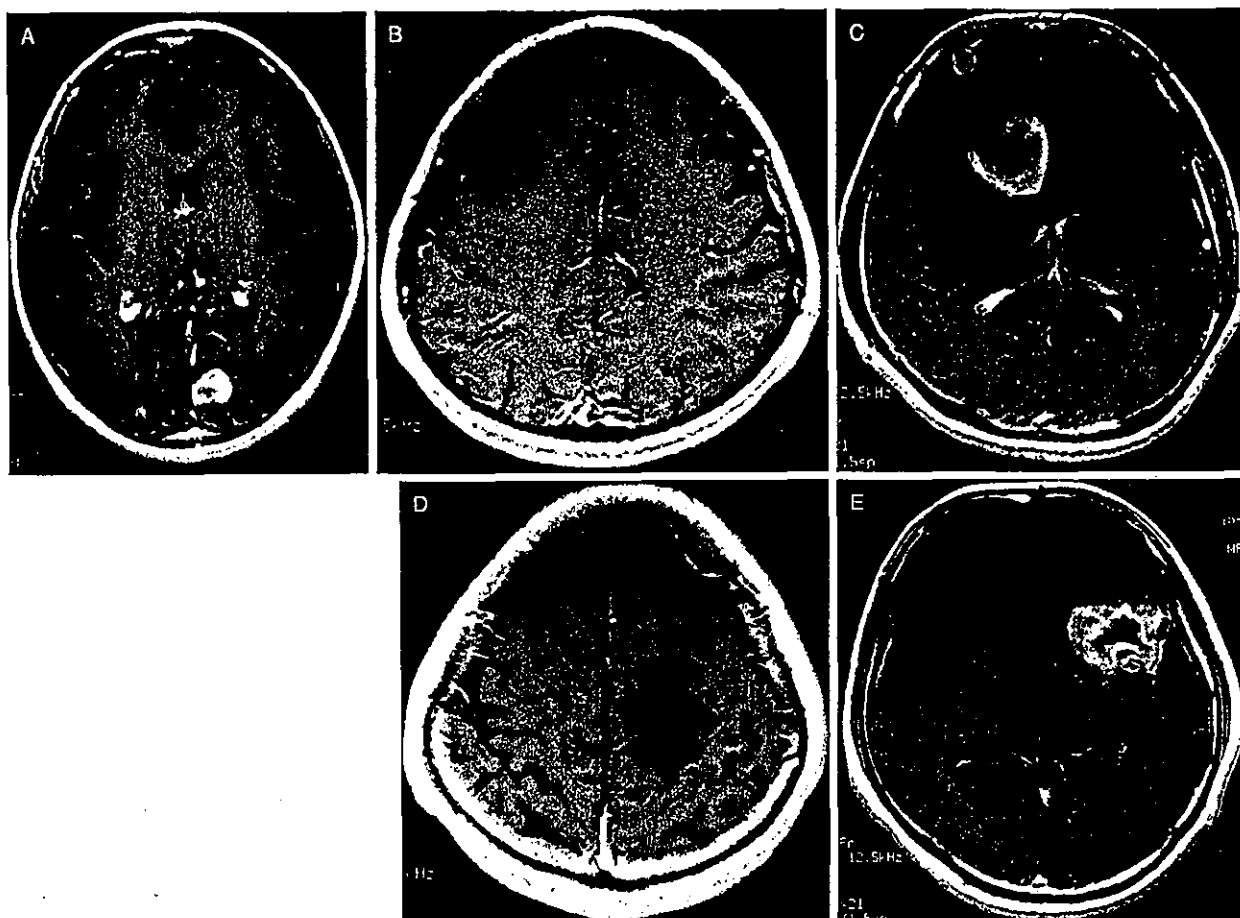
A : Stage 1 glioma. A T1-weighted MR image with Gd-DTPA showed that the tumor was located within one gyrus in the non-eloquent area.
